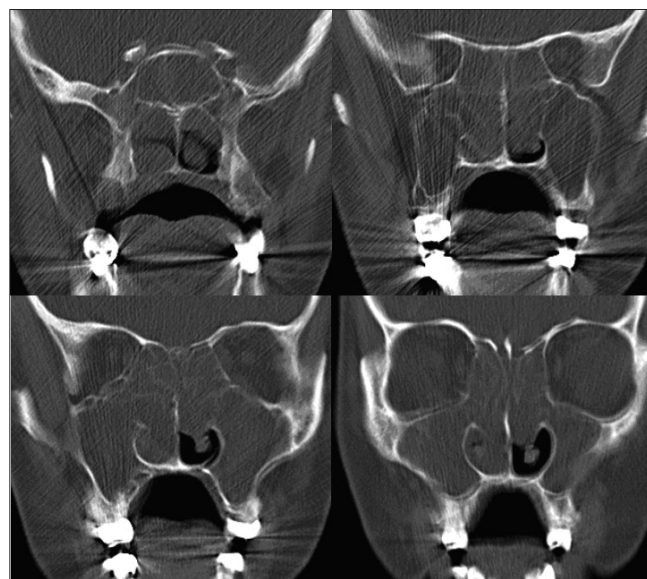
СКТ лицьового скелета у фронтальній проекції пацієнтки Ф. до лікування. Хронічний поліпозний риніт, пансинусит
